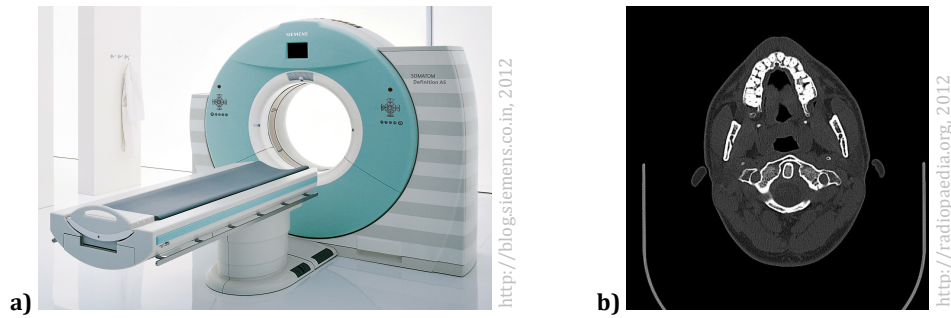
Computertomograph; a) Siemens Somatom Definition AS, b) CT-Aufnahme des Oberkiefers
